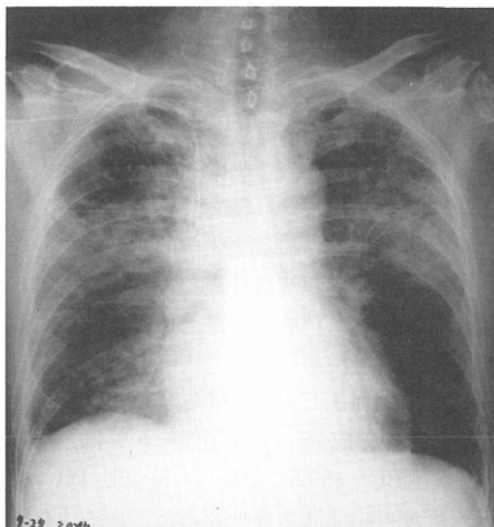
Chest X-ray on the next day of intra-arterial infusion shows diffuse inhomogeneous infiltration in both lung fields.
